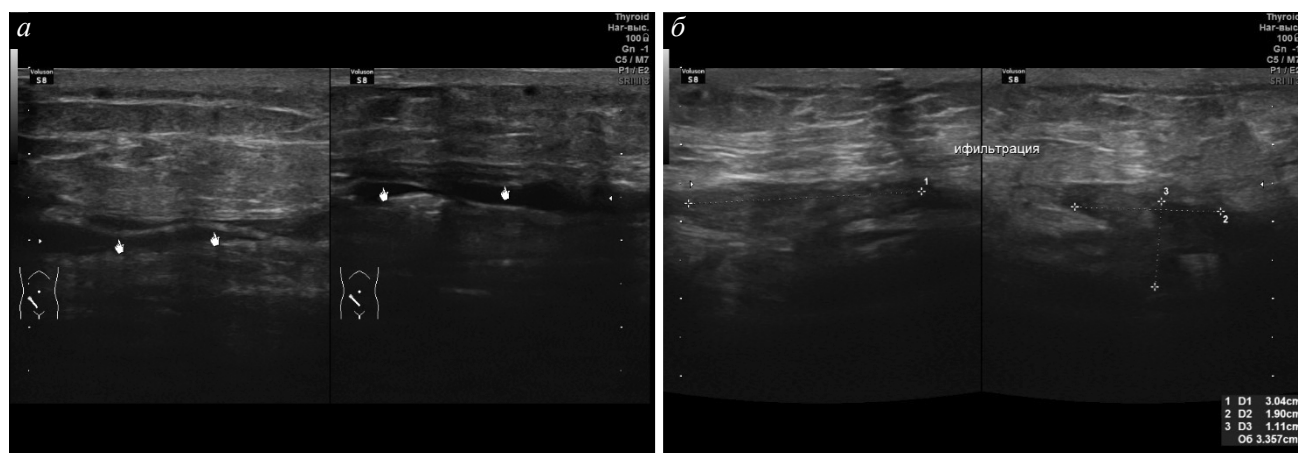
УЗИ на вторые сутки после операции. Маркерами и курсорами обозначены: а — границы локальной серомы вокруг синтетической сетки; б — сохраняющийся отек мягких тканей
